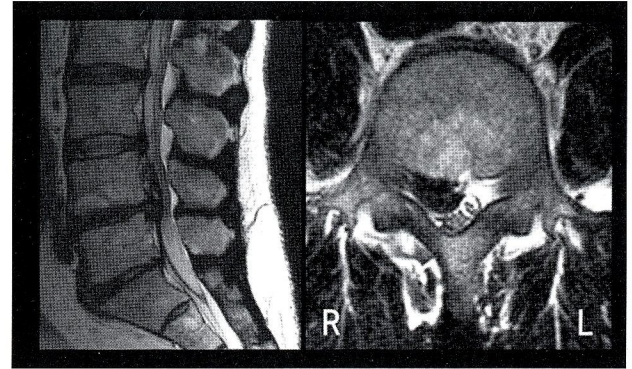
Preoperative T2 weighted MR images (left: sagittal, right: axial) of patient 2 demonstrated upward migration of prolapsed L4/5 disc.
